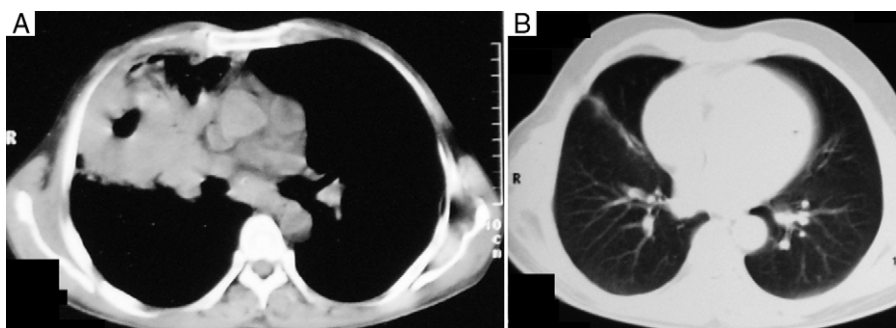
A) La tomografía computarizada (TC) de la ventana mediastínica demuestra una masa de densidad de tejido blando, localizada en el lóbulo medio derecho con cavitación y con consolidación circundante. B) La TC de la ventana pulmonar al cabo de un año de la biopsia en cuña muestra una opacidad fibrótica lineal en el lóbulo medio derecho.
